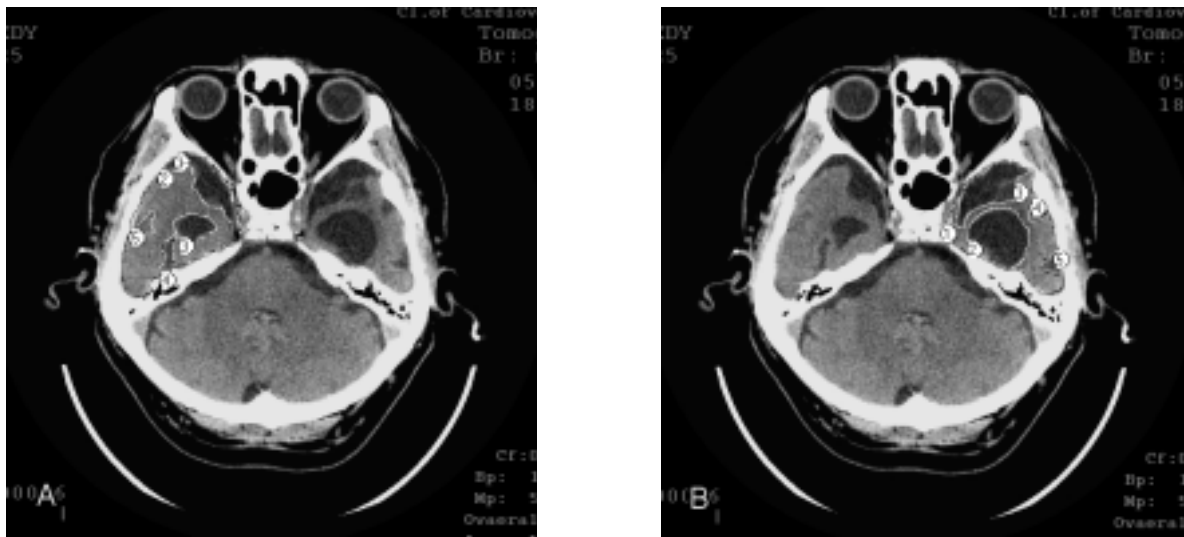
Томограммы больного С. 67 лет. Анамнез заболевания — 12 лет.
